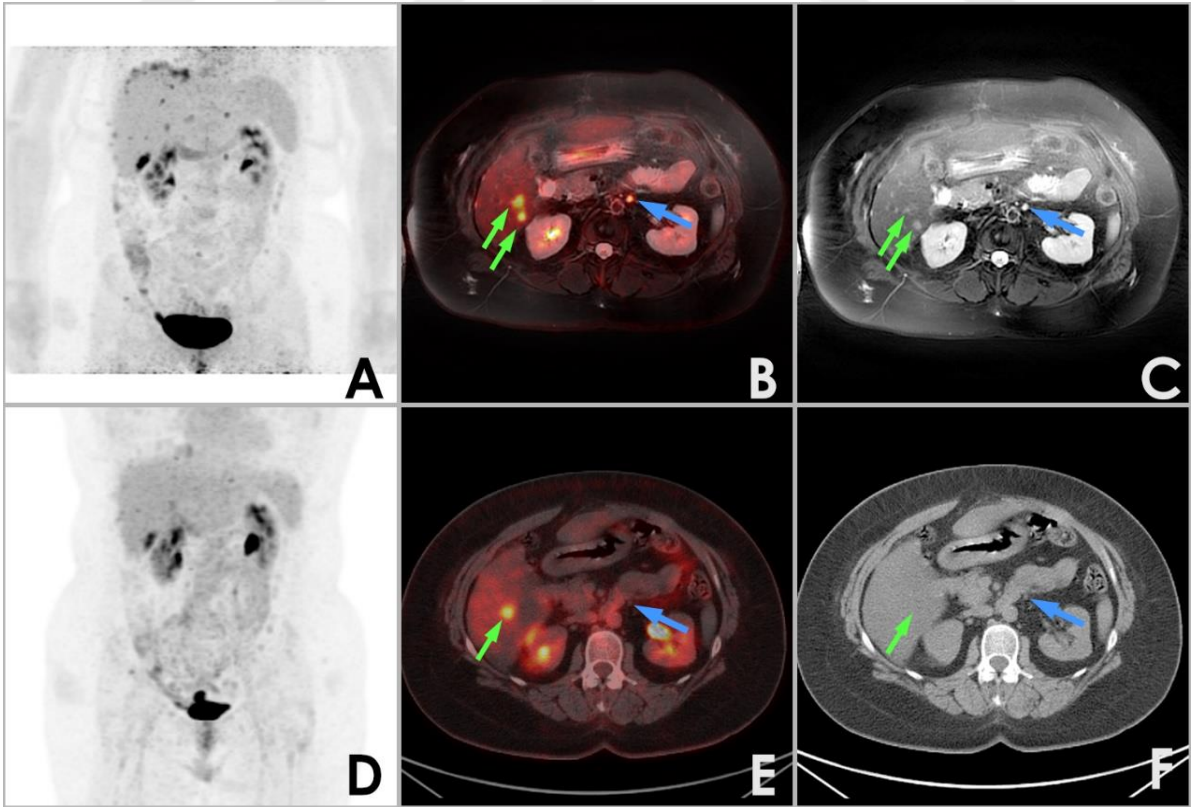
PET/BT’de Lokal Nüks Harici Tutulum Yok İken PET/MR’da Ek Olarak Lenf Nodu, Karaciğer Ve Periton Metastazlarının Saptandığı Görüntüler
